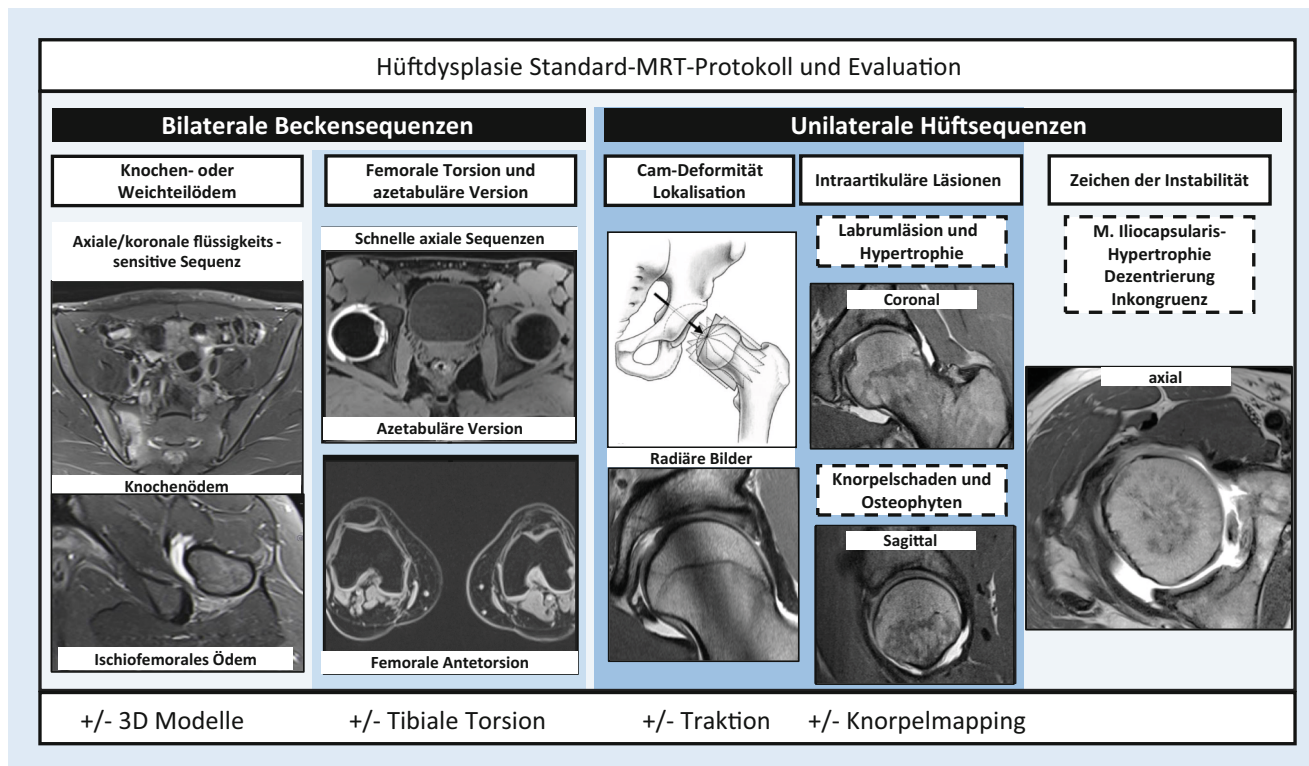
▲ Mögliches MRT-Protokoll zur Detektion von periartikulären Differenzialdiagnosen, assoziierten knöchernen Deformitäten (abnormale Femurtorsion und Cam-Deformität) sowie zur Beurteilung chondrolabraler Schäden und sekundärer MRT-Dysplasiezeichen
